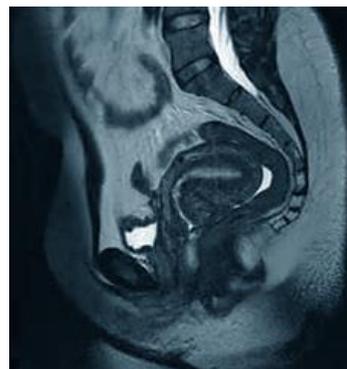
Томограмма органов малого таза
